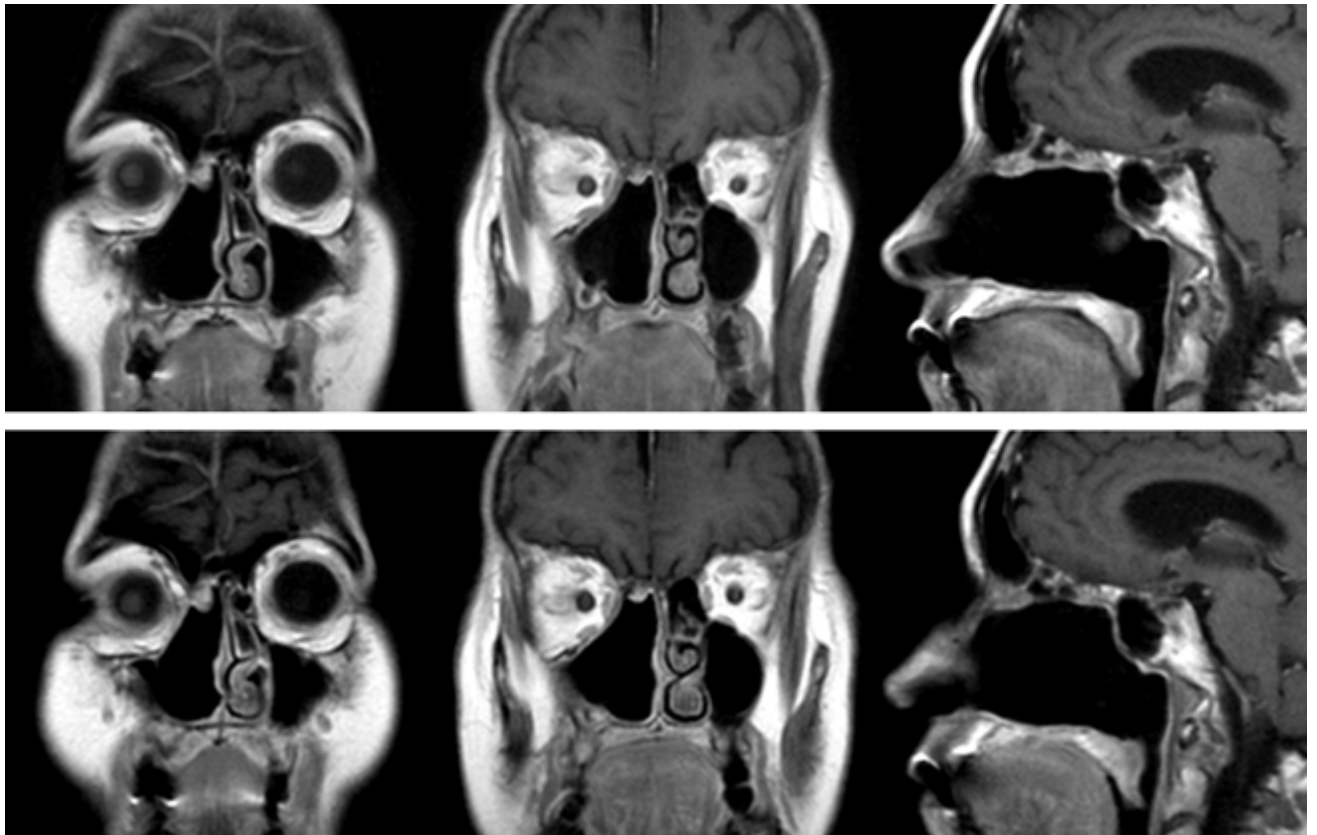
Наблюдение №4. МРТ в катамнезе (вверху: через четыре года после операции; внизу: через пять лет после операции). Признаков рецидива опухоли нет, пневматизация околоносовых пазух не нарушена
